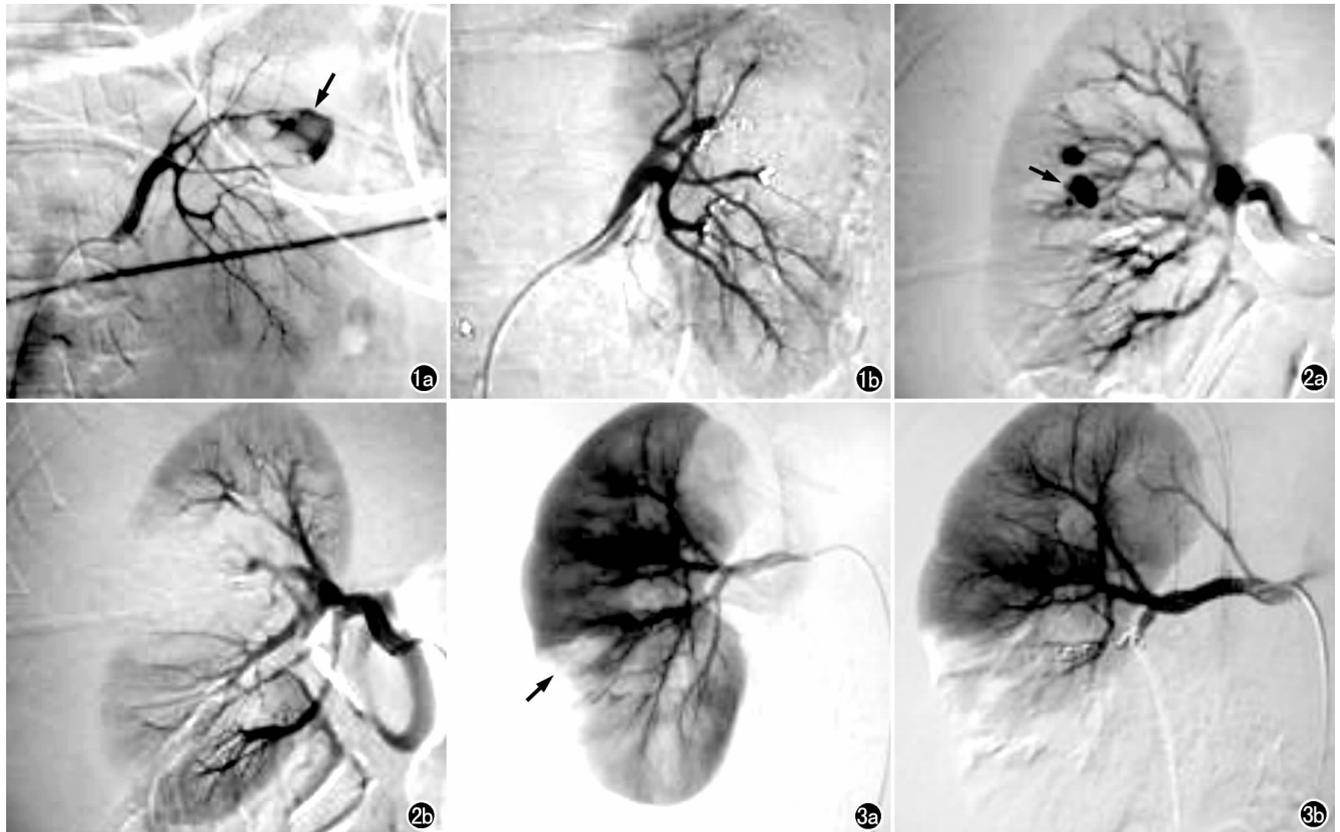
男,63岁,因肾癌行肾脏楔形切除术后3天出现持续血尿伴失血性休克,怀疑术后缝线崩裂。a)肾动脉造影示对比剂大量片状外溢(箭);b)行超选择肾动脉栓塞治疗后再次造影示出血征象消失。图2 女,28岁,肾活检术后后出现肉眼血尿伴有右侧腰部胀痛。a)DSA示肾动脉远端分支对比剂局限性聚集(箭);b)行超选择性肾动脉栓塞治疗后再次造影示肾动脉远端分支未见显影,未见对比剂聚集及外溢。图3 男,45岁,外伤后出现右侧腰部剧烈疼痛,CT增强扫描发现肾周血肿形成。a)DSA示肾脏轮廓不完整,被膜处有缺损(箭);b)超选择肾动脉栓塞治疗术后DSA示。
